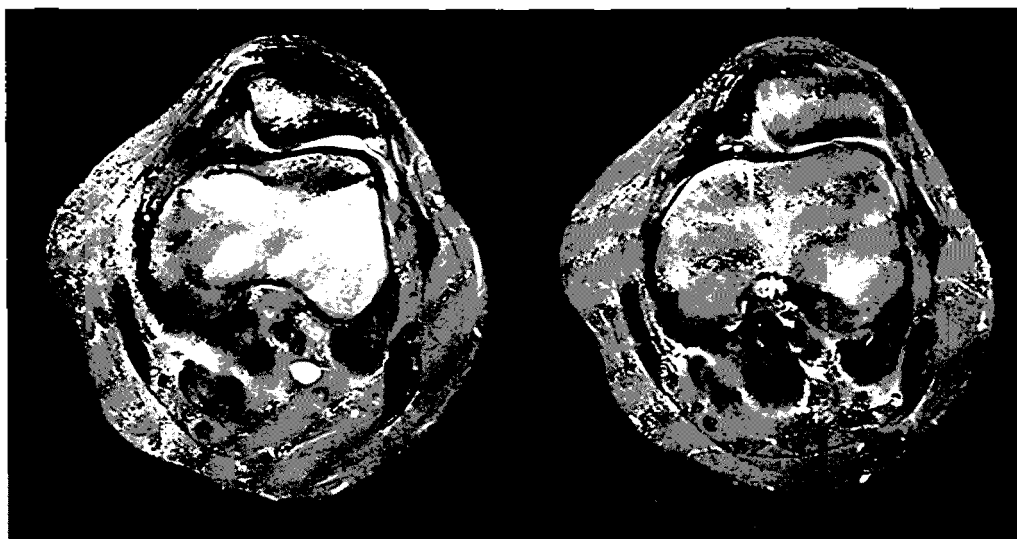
Case 2. Follow-up MRI at postoperative 4 months showed consolidation of the osteochondral fragment.
